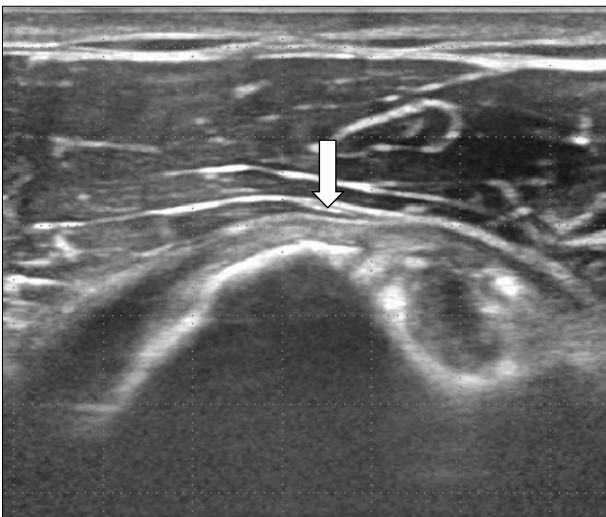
Postoperative ultrasonographic imaging at 6 months showing an intact subscapularis tendon repair (arrow).
